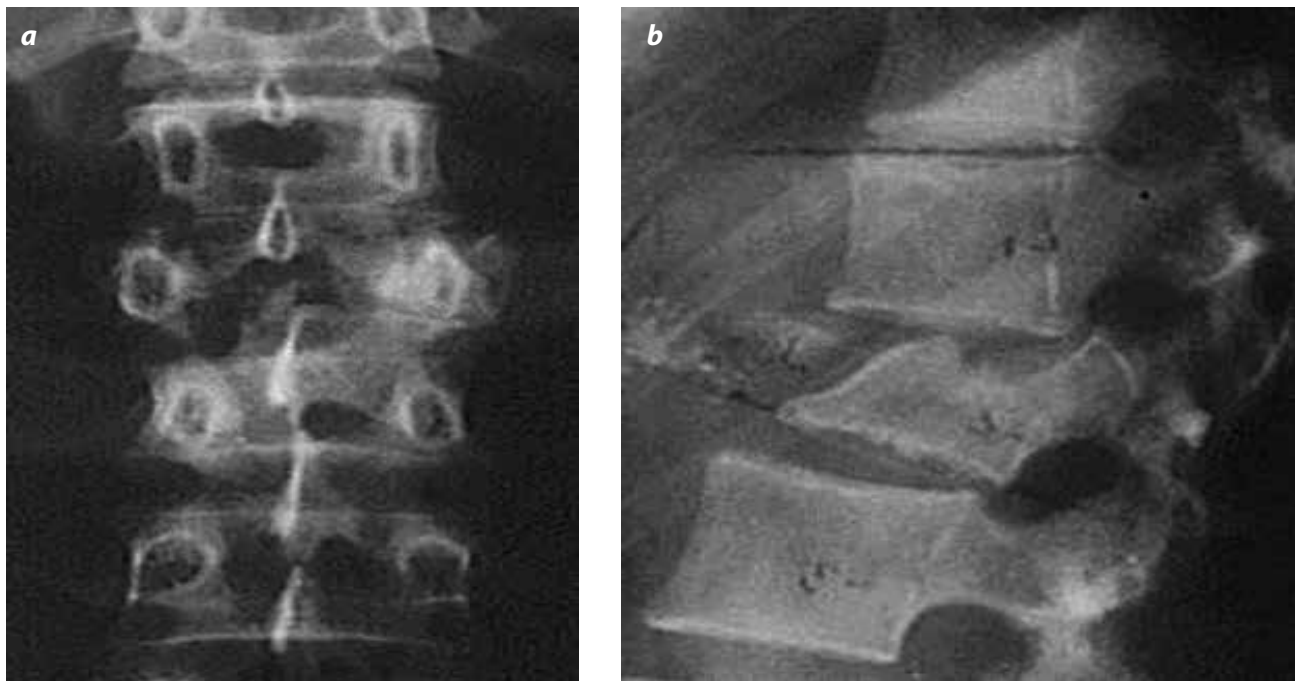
a y b). Fractura C1. Radiografía de columna lumbar en proyección frontal y lateral que muestra fractura en cuña de L2 que está ligeramente rotada hacia la derecha.
